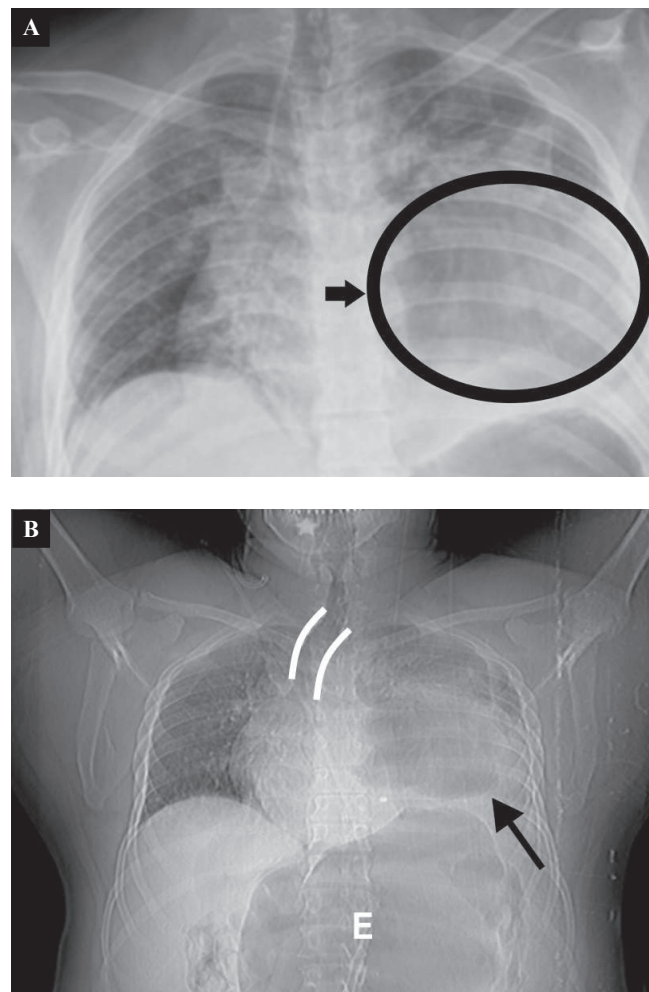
A. Radiografía de tórax anteroposterior. Hernia hiatal, desplazamiento de la silueta cardíaca hacia la derecha, nivel hidroaéreo en hemitorax izquierdo sugere de cámara gástrica intratorácica (Círculo, flecha). B. Radiografía toracoabdominal anteroposterior. Dilatación gástrica (E), antro superior a la unión esofagogástrica, fondo gástrico con rotación mesentero-axial, desviación traqueal (líneas blancas).
